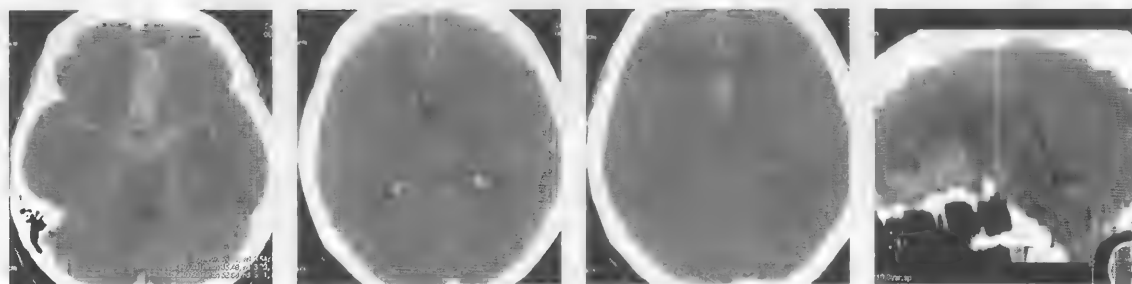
КТ (1 час от момента заболевания). Массивное субарахноидальное кровоизлияние. Аневризма передней соединительной артерии
